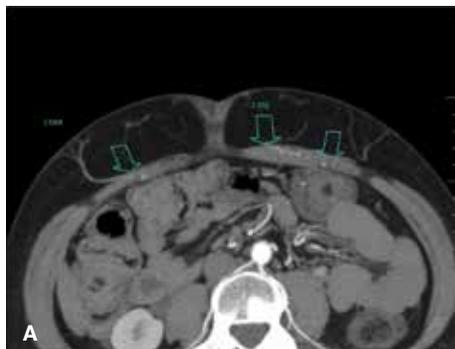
Angiotomografía para evaluación de red vascular de la pared del abdomen. En A se observa los vasos epigástricos con sus ramos perforantes a nivel del ombligo. En B se puede observar una reconstrucción donde se marcan con puntos amarillos la emergencia de los vasos perforantes dependientes de los vasos epigástricos.
